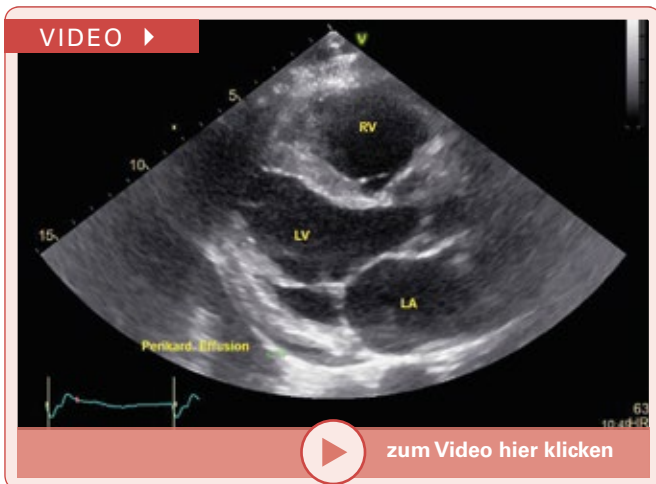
Parasternaler Längsschnitt. Dilatation des linken (LV) und rechten Ventrikels (RV) sowie des linken Vorhofes (LA). Kleiner Perikarderguss.
